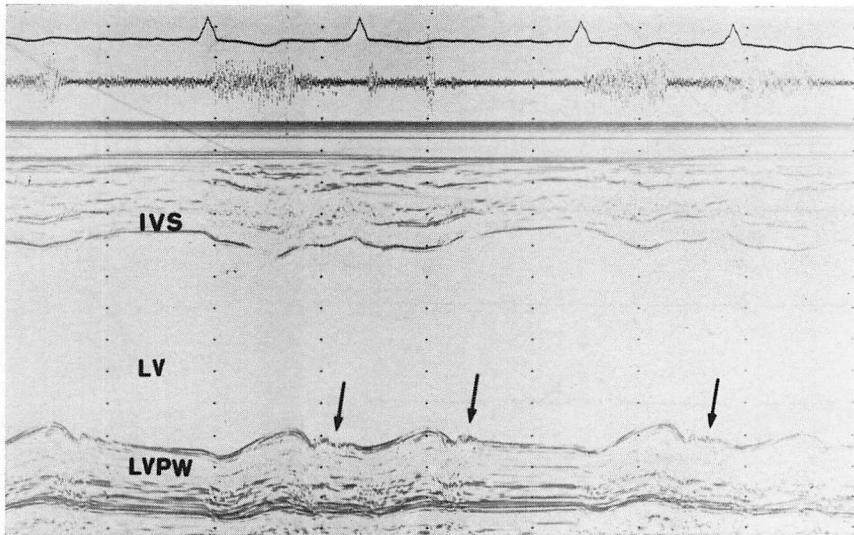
M-mode and two-dimensional echocardiograms in Case 11 (MVR+AVR, 37-year-old male).
